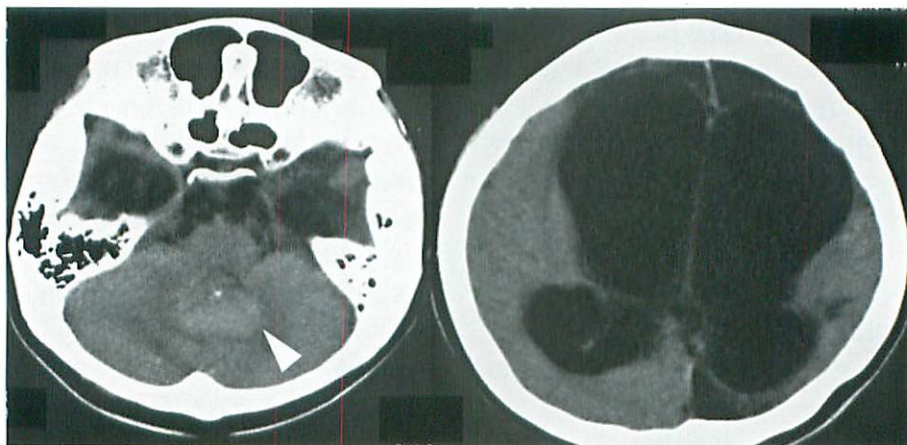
Brain CT on admission (at 8 years)
